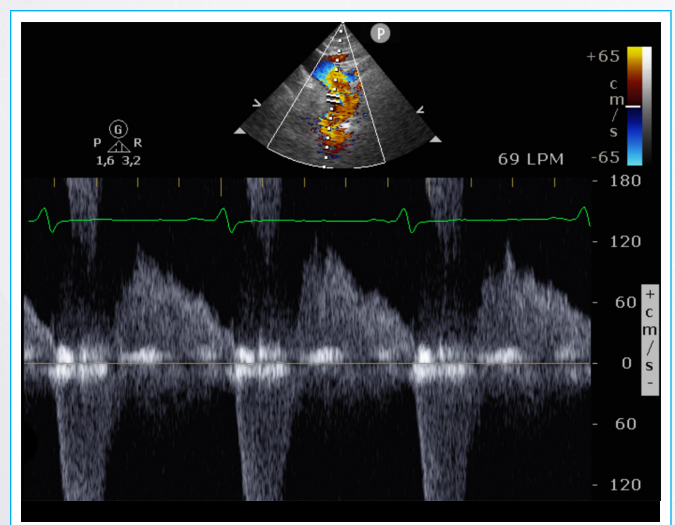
ETT plano supraesternal, *doppler* pulsado en aorta torácica. Gran inversión diastólica del flujo.
